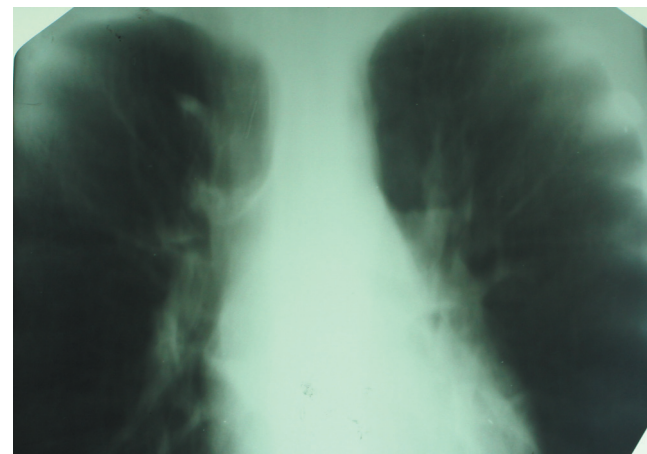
Хворий Д. На томограмі – чітка тінь V. azygos, розташована атипово – вище її звичайної локалізації – в трахео-бронхіальному куті. Висновок: додаткова частка V. azygos
